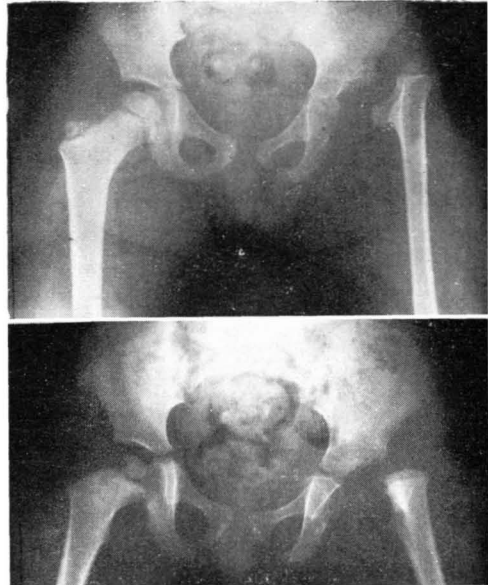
Radiografía anteroposterior, caderas del caso núm. 3 en la que se observa la luxación patológica del muñón metafisario. • FIG. 5. — Radiografía correspondiente a la enfermita del caso núm. 6, en la que existe una luxación patológica.
